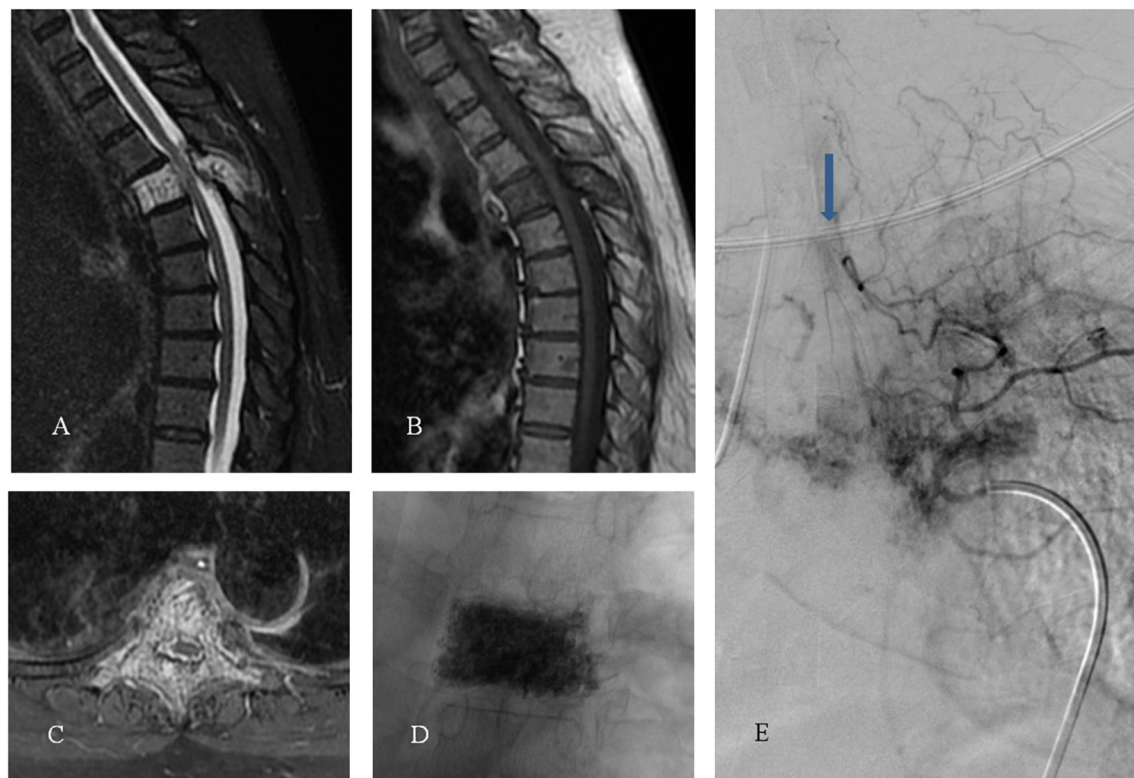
Patiente de 68 ans sans antécédents, présentant un hémangiome vertébral de T4 avec une extension épidurale, révélée par un tableau de compression médullaire. IRM initiale : envahissement complet de la vertèbre T4 en hypersignal T2 stir (A), hyposignal T1 (B) et prenant le contraste en T1 + gadolinium (C). La patiente a bénéficié d'une Cimentoplastie percutanée (D) permettant une stabilisation du rachis et une dévascularisation de la lésion. Échec de l'embolisation (E) devant la présence d'une artère spinale antérieure en T4 gauche (flèche). Une laminectomie simple a été réalisée en complément sans complication.
